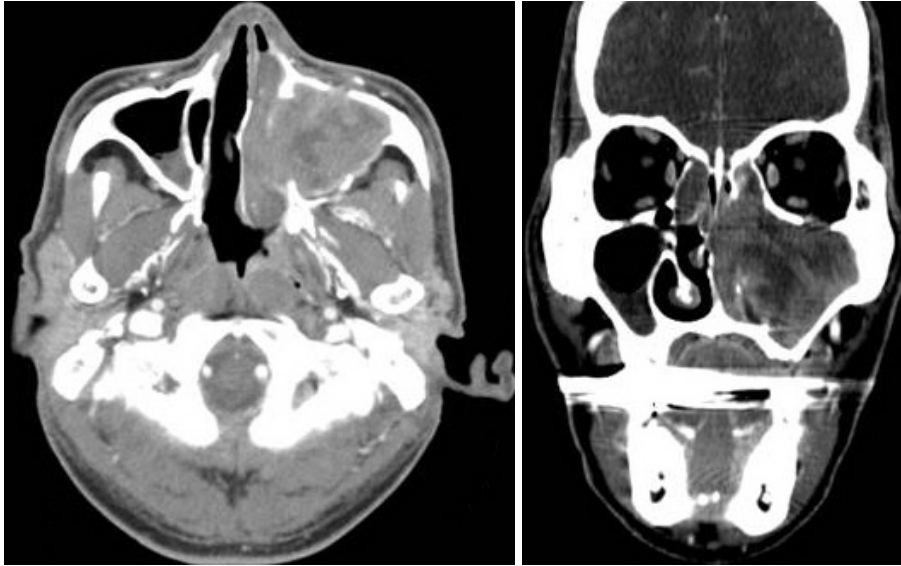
PNS CT. Heterogeneous contrast enhancing expanded soft tissue mass at left maxillary sinus with extension into the premaxillary soft tissue, nasal cavity, ethmoid sinus, nasopharyngeal walls (recess) and bony erosion at left maxillary sinus walls. PNS: paranasal sinus.
